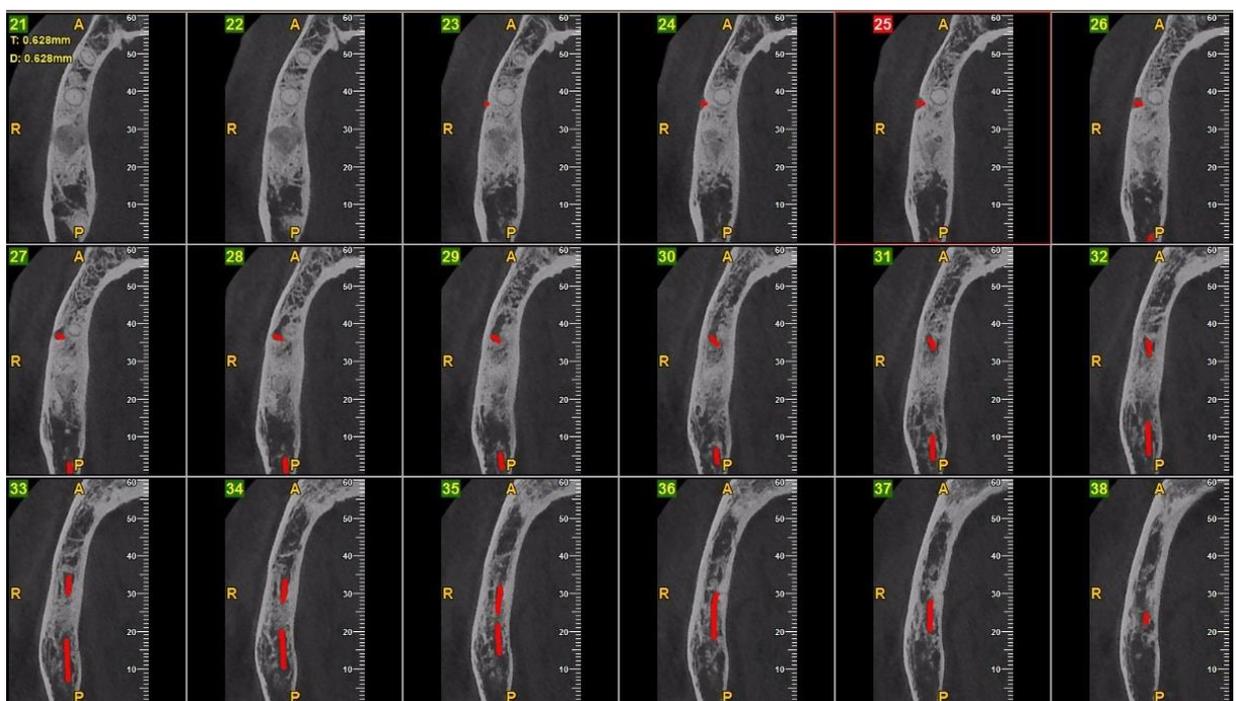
Cortes axiales tomografía volumétrica de haz cónico
